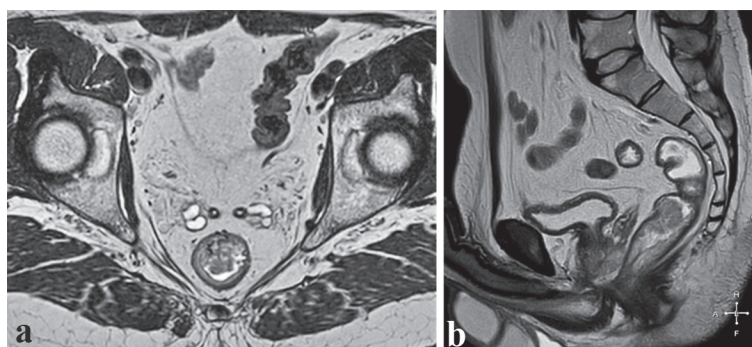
IRM pelvian în secvența T2w (planuri axial (a) și sagital (b). Formațiune polipoidă la nivelul mucoasei rectale, fixată pe picior lat, pe peretele anterior).
